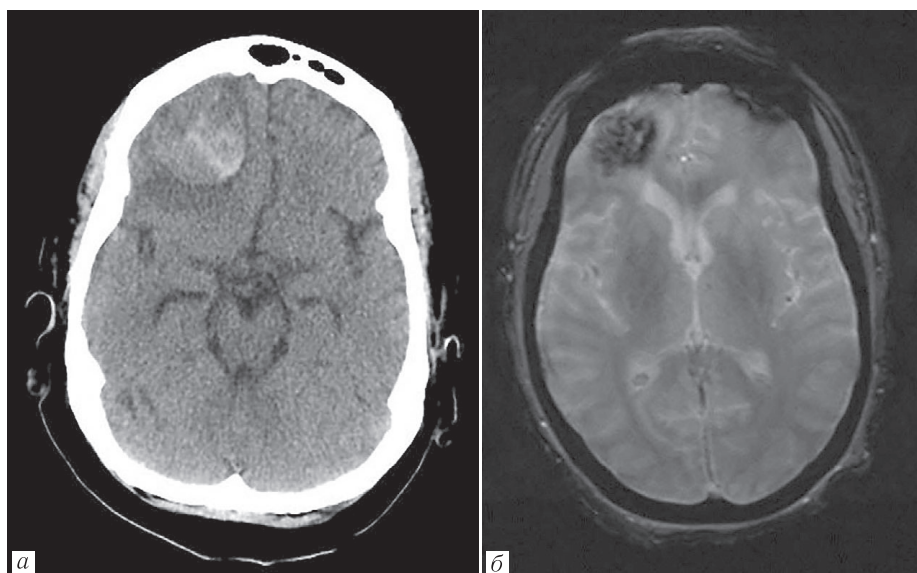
Внутримозговое кровоизлияние у женщины 57 лет с длительной энцефалопатией и гипоксической дыхательной недостаточностью. Полимеразная цепная реакция на SARS-CoV-2 дала положительный результат в мазке из носоглотки: *а* — КТ головного мозга, выполненная в остром периоде, выявила кровоизлияние в правую лобную долю с перифокальным отеком; *б* — МРТ-изображение T2, демонстрирующее внутримозговое кровоизлияние в правой лобной доле [6]
